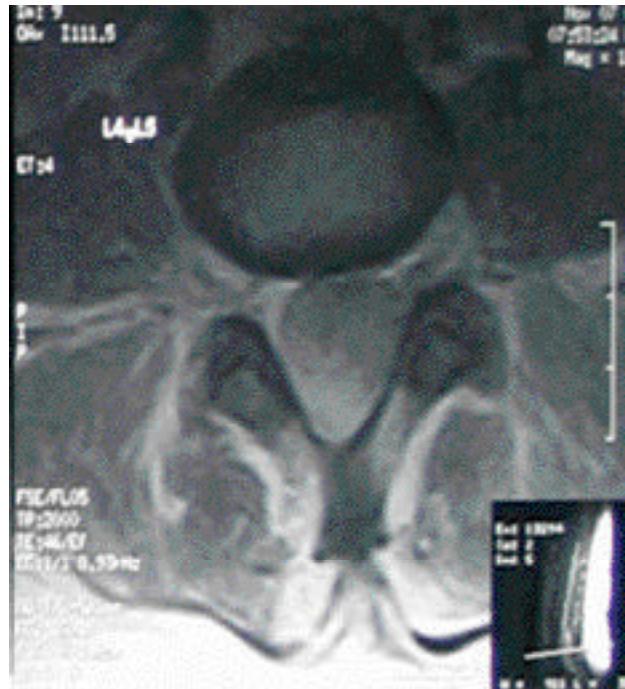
IRM tangencial en L4 donde se identifica que empieza y cicatriz postquirúrgica.
